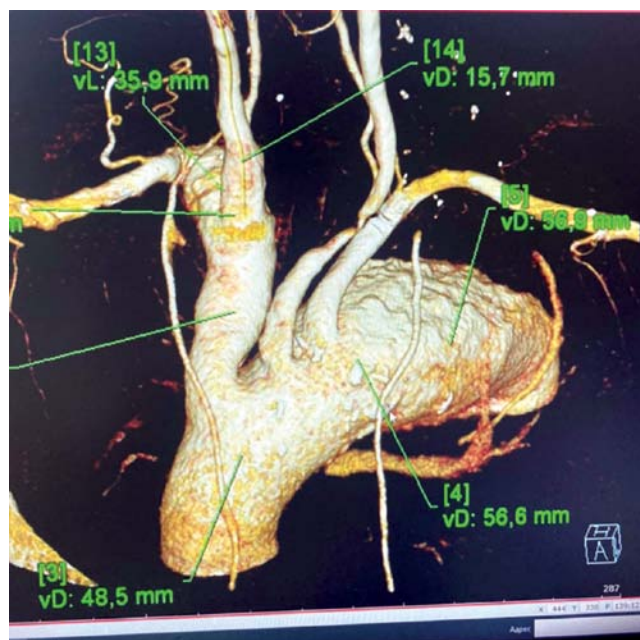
Компьютерная томография пациента Ф. — аневризматическое расширение дуги и нисходящего отдела аорты с пристеночным тромбозом, расширение брахиоцефального ствола и правой общей сонной артерии
